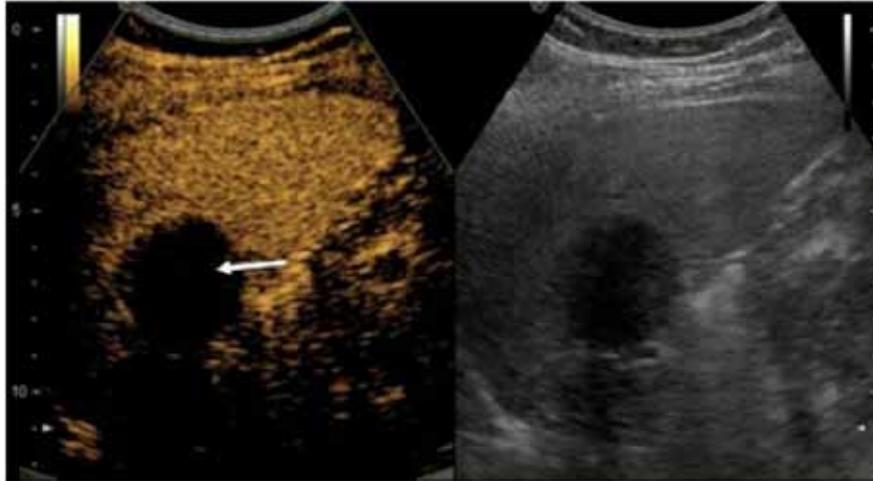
КУУЗИ (Соновью 2,5 мл). Отсроченная фаза: отсутствие контрастного усиления в структуре образования (стрелка)
